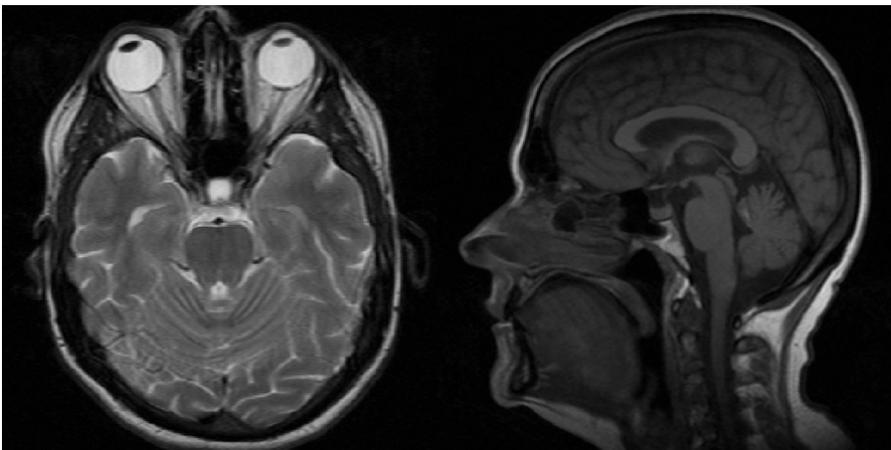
Resonancia nuclear magnética cerebral de control con alteración incipiente en el parénquima cerebral por encima del cuarto ventrículo adyacente y por debajo del vermis
